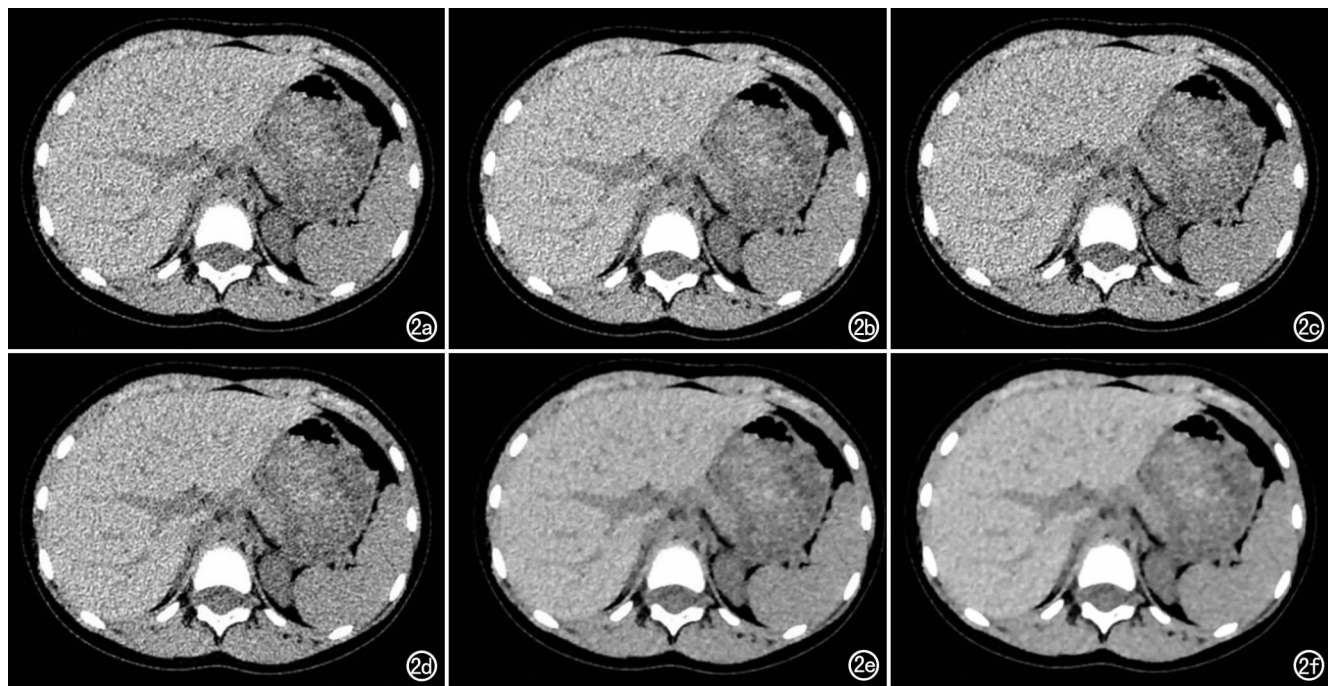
患儿,男,5 岁,NI=15 肝门层面 CT 图像,图 a~f 分别表示 ASIR-V 0~100%(间隔 20%)图像,随着权重的升高,图像背景噪声降低,权重 40%~60% 图像显示效果最佳,权重 >80% 肝实质出现“蜡质”纹理并图像逐渐失真。a) ASIR-V 为 0 图像;b) ASIR-V 为 20% 图像;c) ASIR-V 为 40% 图像;d) ASIR-V 为 60% 图像;e) ASIR-V 为 80% 图像;f) ASIR-V 为 100% 图像。
